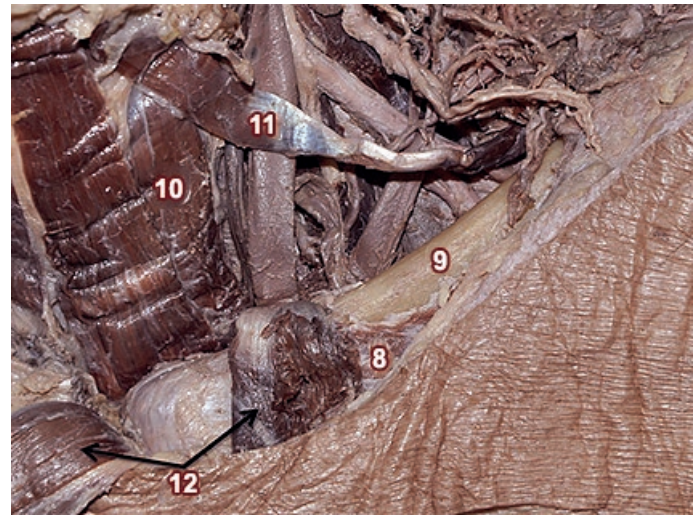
Vista Anterior. Se seccionó el músculo esternocleidomastoideo y se reclinaron sus fascículos clavicular y esternal hacia inferior. De esta manera se puede apreciar el triángulo que contiene a la porción cervical del CT: hacia inferior la clavícula, hacia superior el músculo omohioideo y hacia medial el resto de los músculos infrahioideos.
